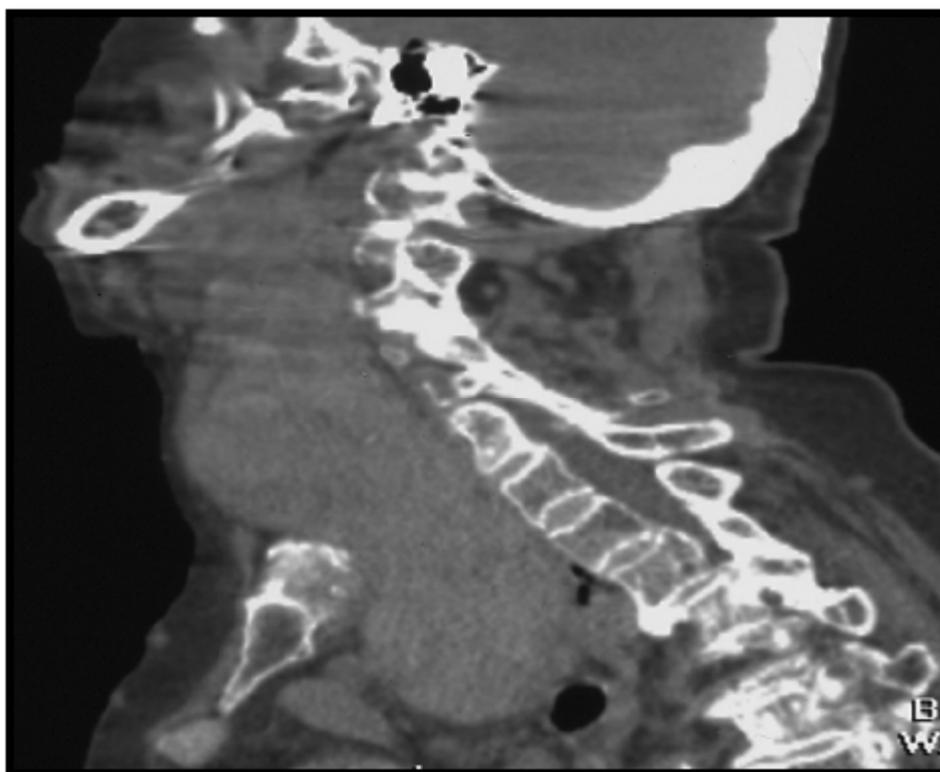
TDM en coupe sagittale : volumineux goitre plongeant [68].
